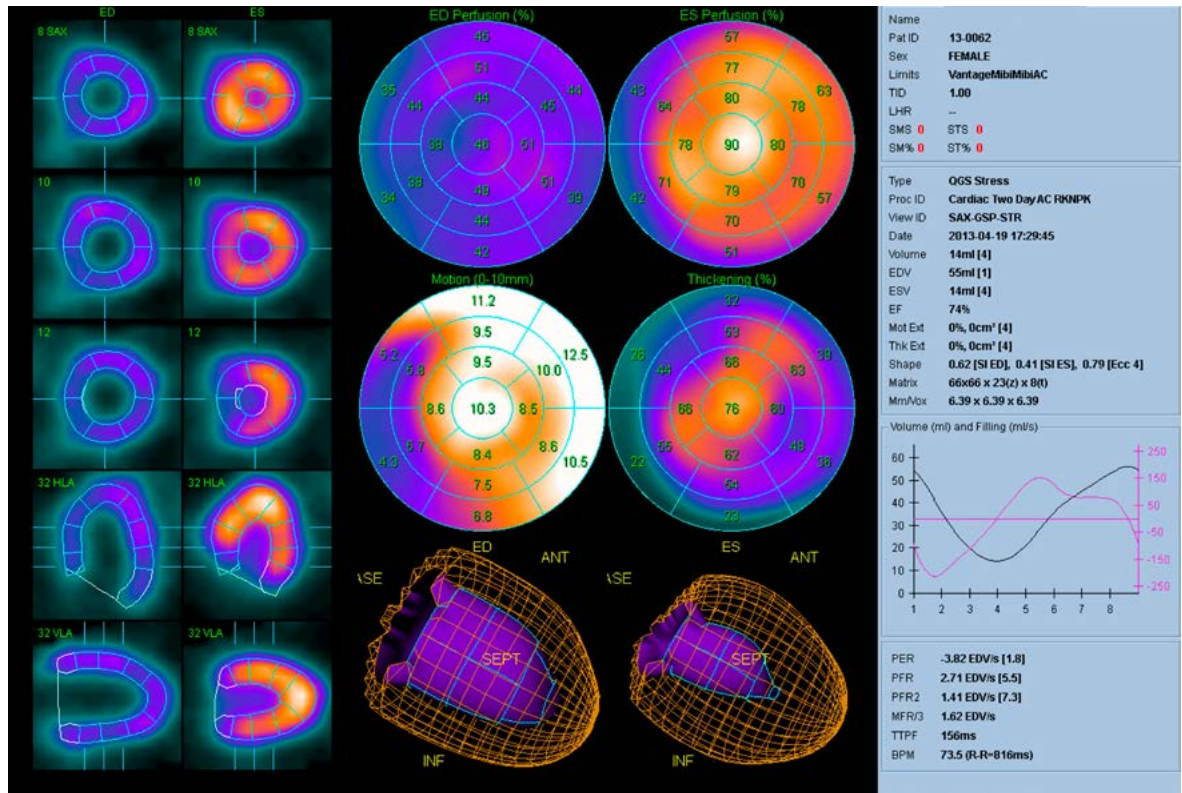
Нормальные данные С-ОЭКТ миокарда: достаточная амплитуда сокращения (нормокинез) и систолического утолщения всех стенок ЛЖ, кроме МЖП и в меньшей мере нижней стенки ЛЖ, при нормальной картине перфузии в систолу и диастолу
